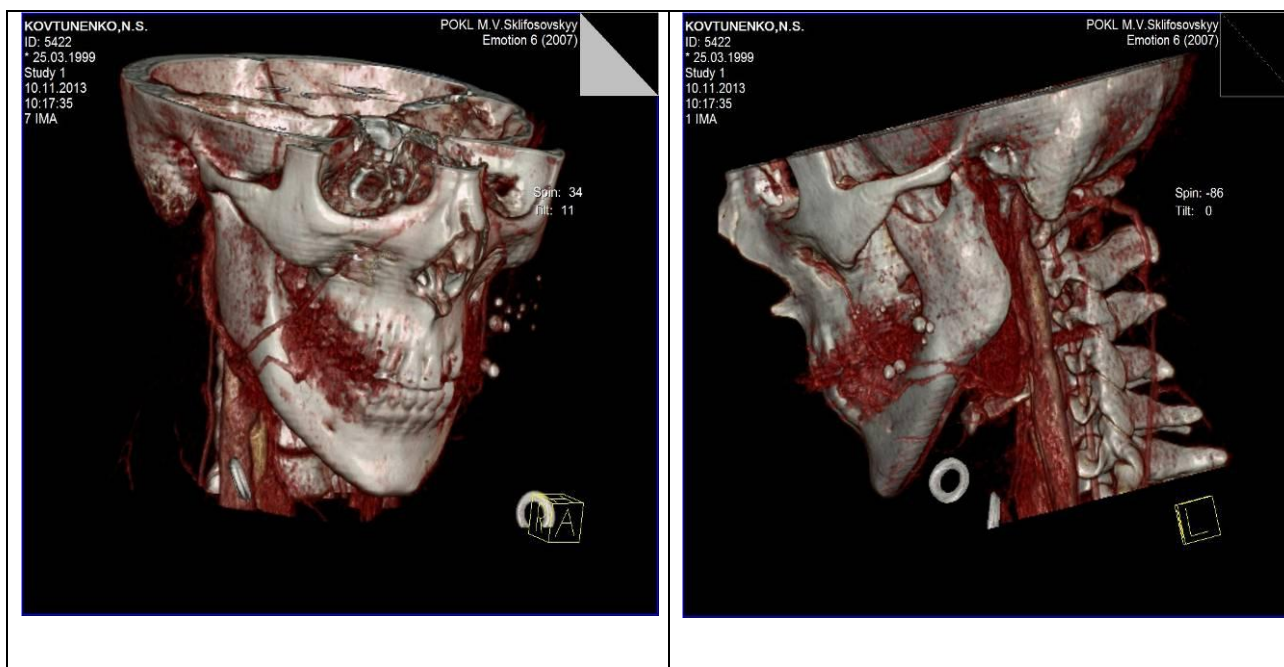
Компьютерная томограмма ребёнка К., 14 лет, с гроздевидной гемангиомой левой щеки (в сосудистом новообразовании определяются флеболиты)
